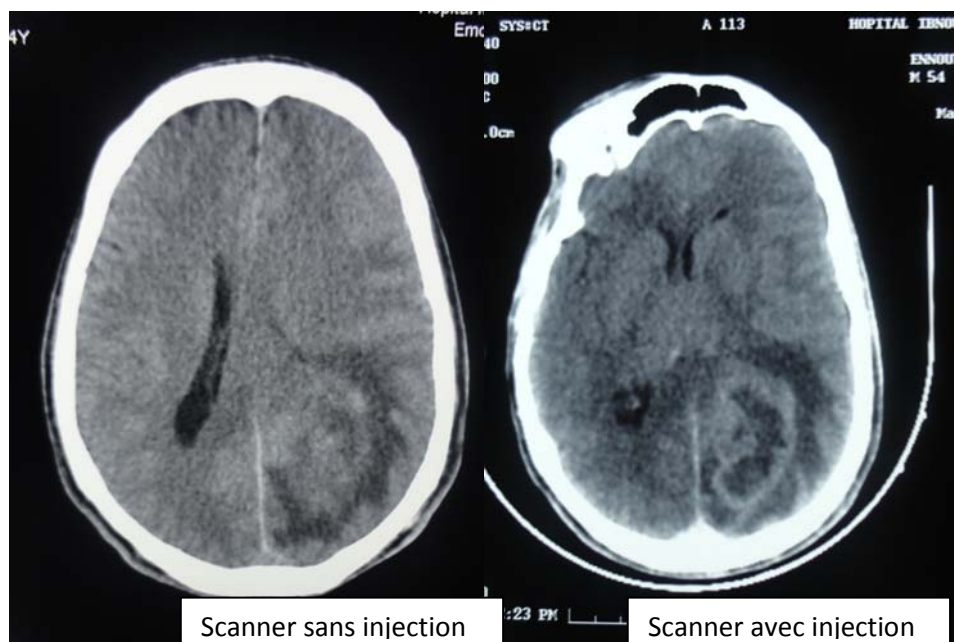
Coupe transversale d'une TDM cérébrale
